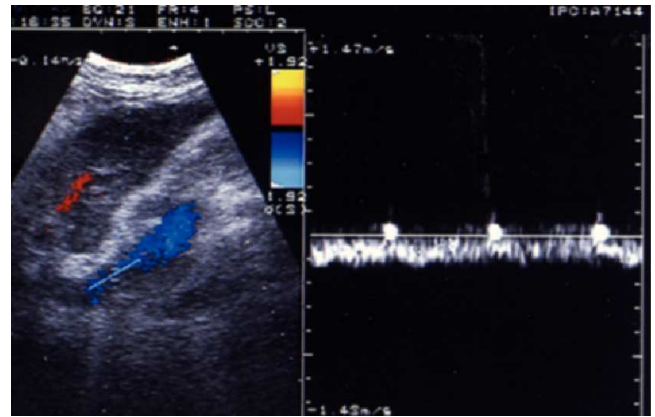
Ecografía Doppler con velocidad media portal enlentecida (< 12 cm/s) en paciente con cirrosis e hipertensión portal.
